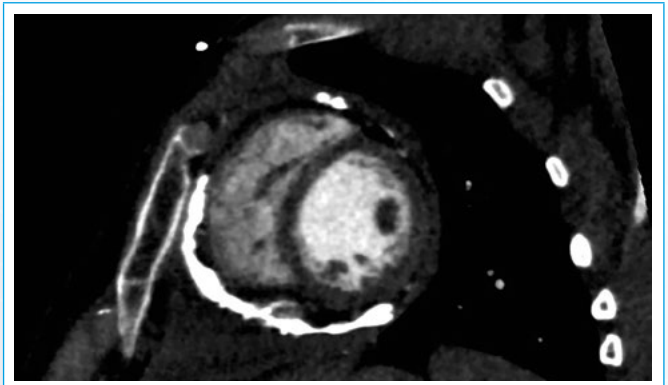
En el Cardio TC existe una llamativa calcificación del pericardio que envuelve gran parte del miocardio, infiltrándolo parcialmente
